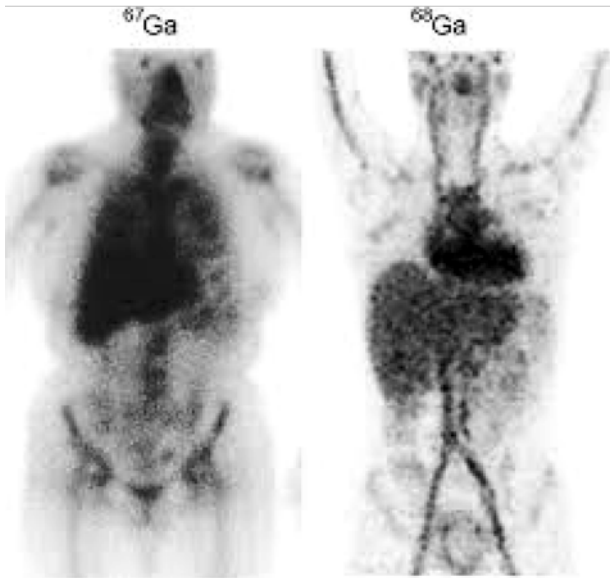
Whole body scintigraphy з  $^{67}\text{Ga}$  (зліва) та  $^{68}\text{Ga}$  (справа)
